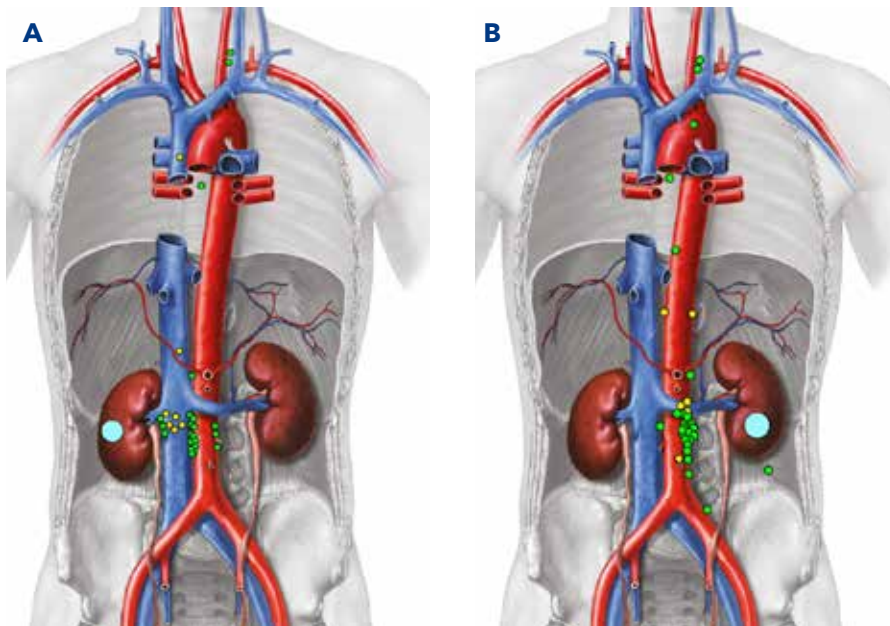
A) Distribution of 29 SNs from 18 right kidney tumours at SPECT/CT. Green, SNs located ventrally to blood vessels, yellow SNs dorsally located. B) Distribution of 34 SN from 22 left kidney tumours. Green, SN located ventrally to blood vessels, yellow SN dorsally located (Images printed with permission of A.D.A.M. Images).
